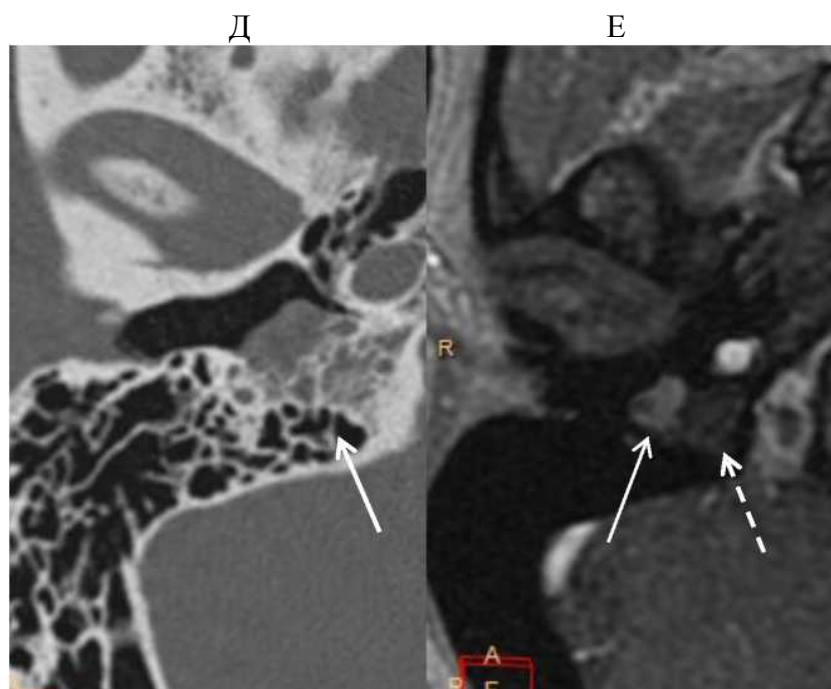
продолжение*. Д, Е – пациентка Г., 47 лет. Д – при КТ в ретротимпанальных клетках имеется субстрат (стрелка); Е – при МРТ признаков опухолевой инвазии не прослеживается, в прилежащих клетках – воспалительные изменения (опухоль – стрелка, воспаление – пунктирная стрелка)
